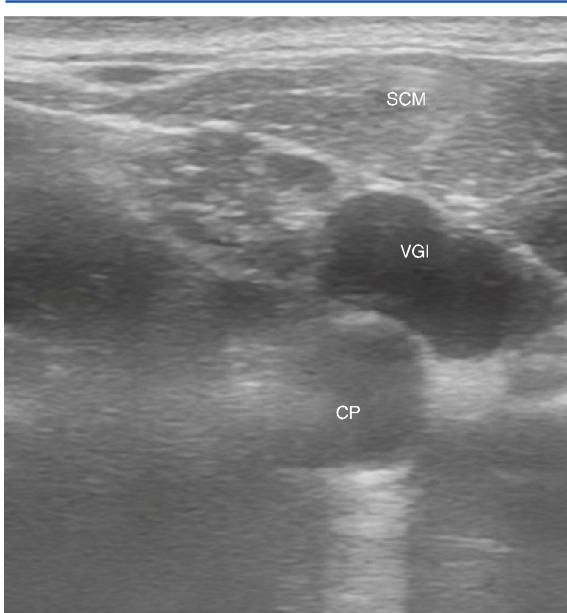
Aspetto ecografico del blocco del plesso cervicale superficiale. SCM: muscolo sterno-cleido-mastoideo; VGI: vena giugulare interna; CP: carotide primaria.
